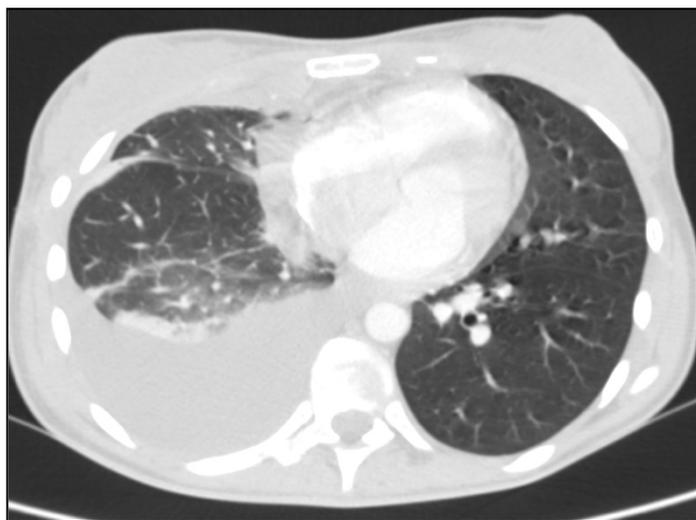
КТ органов грудной клетки больной лимфомой Ходжкина до начала противоопухолевой терапии.
